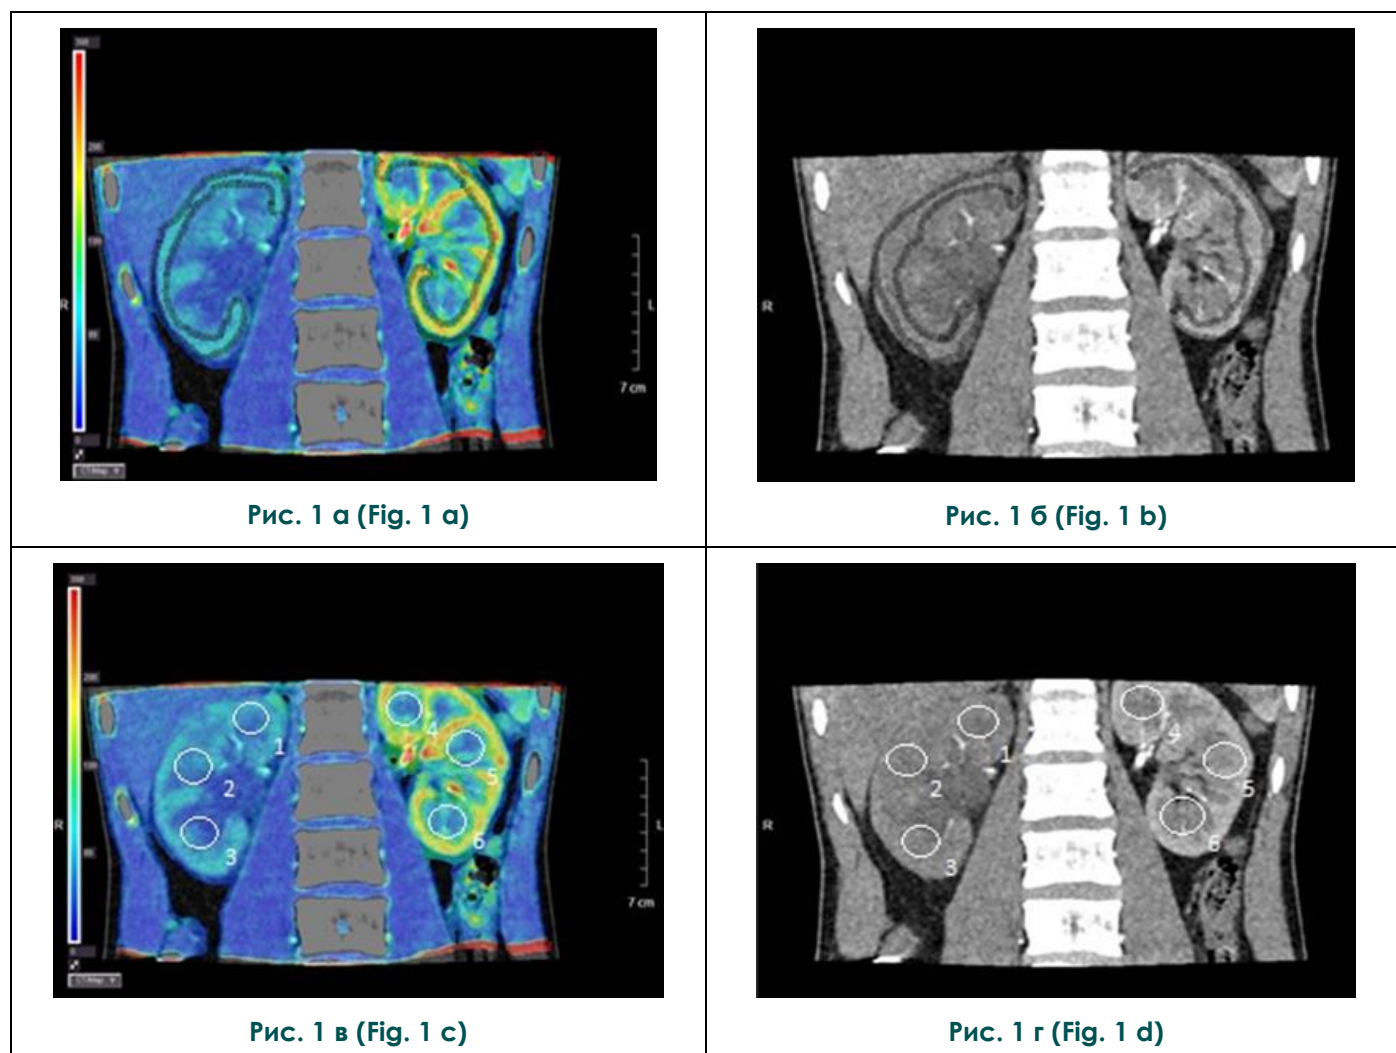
МСКТ. Примеры измерений областей интереса (ROI).
